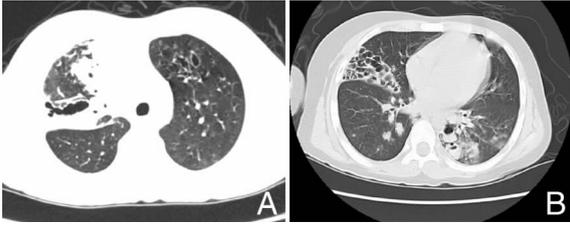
胸部CT A:入院时CT示多发支气管黏液栓并支气管扩张;B:住院2月CT示右上肺囊样支气管扩张较前显著。
